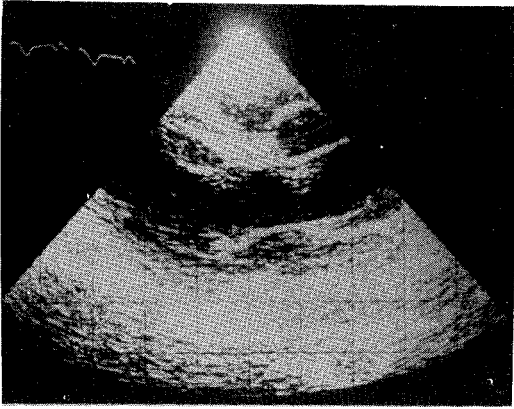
Echocardiogram(parasternal long axis view of 2-D echocardiogram) showing marked dilatation of aortic root.
